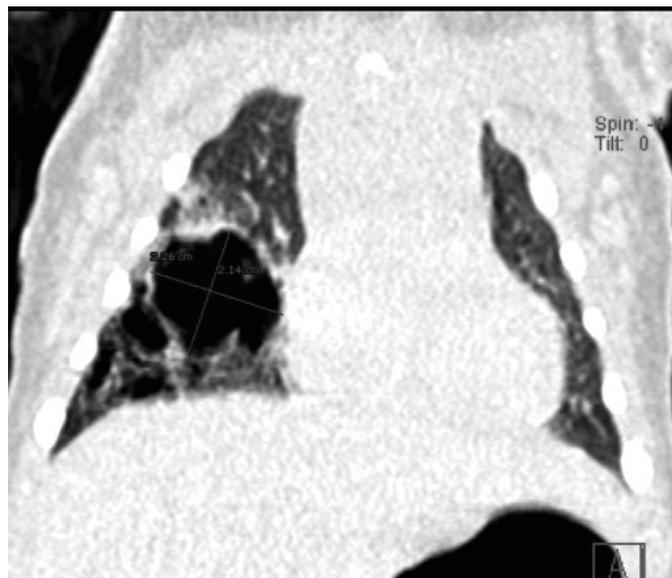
Кистозная гипоплазия легкого, КТ ОГП, МПР.
